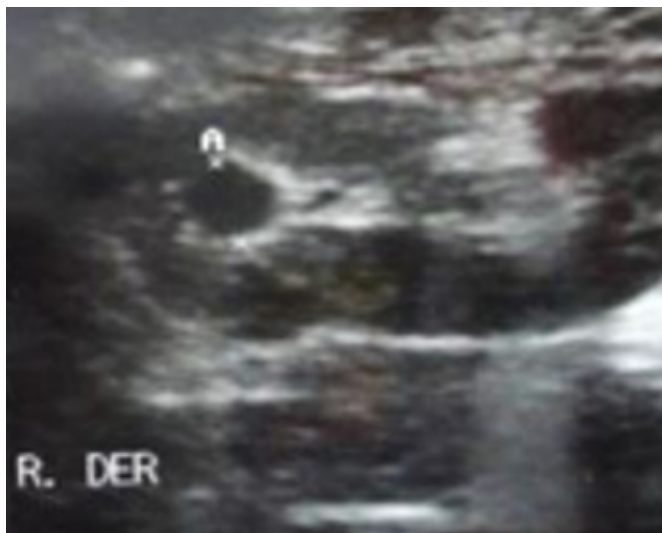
Ecografía Renal se visualiza Ectasia piélica bilateral
